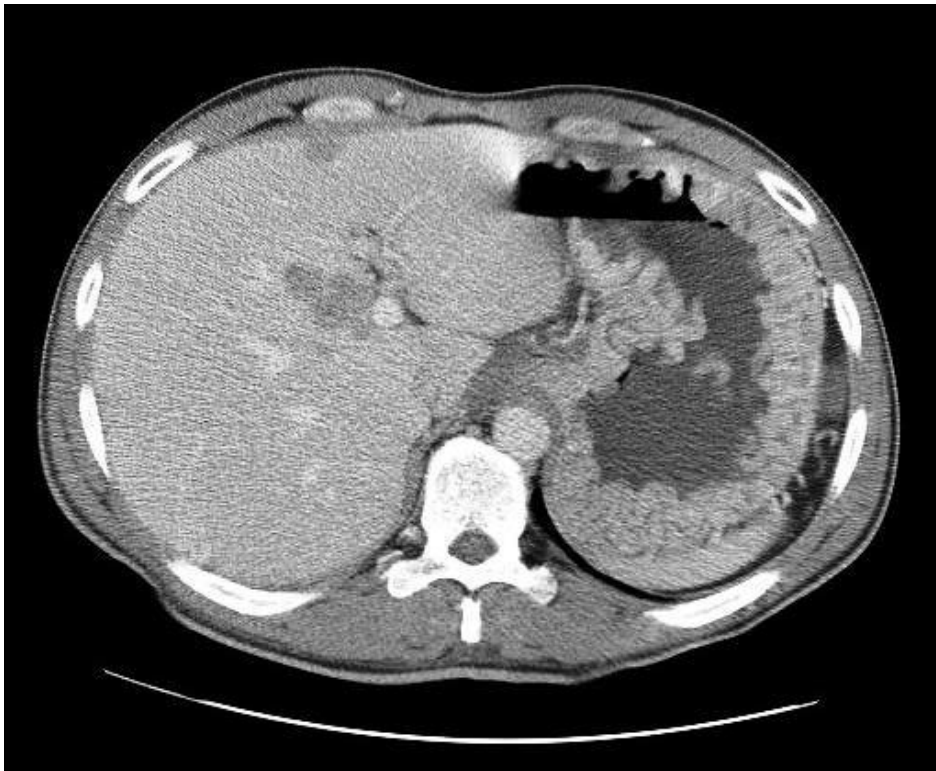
Ein CT, das die Magenschleimhauthypertrophie eines Gastrinompatienten zeigt
